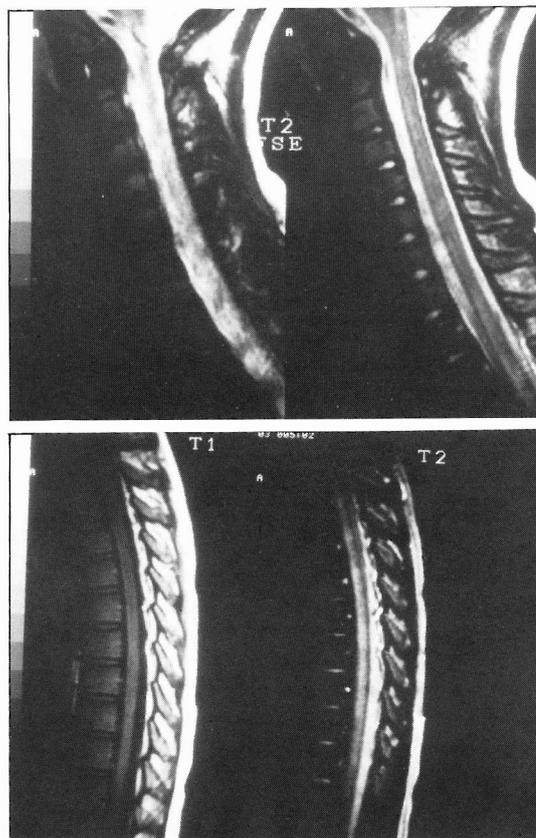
Ressonância magnética medular em corte sagital em T1 e T2, mostrando espessamento desde a região cervical até ao cone medular (sobretudo médio-dorsal), acompanhado por extenso hipersinal em T2.
